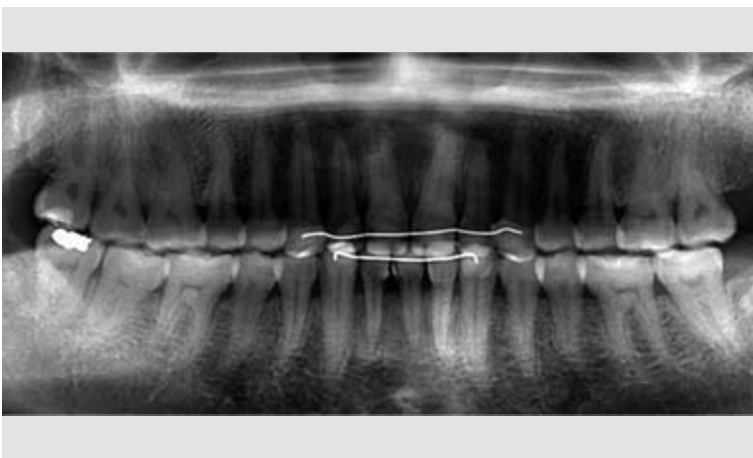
Ausschnitt aus dem Orthopantomogramm vom Behandlungsende: paralleler Wurzelverlauf in beiden Zahnbögen.
